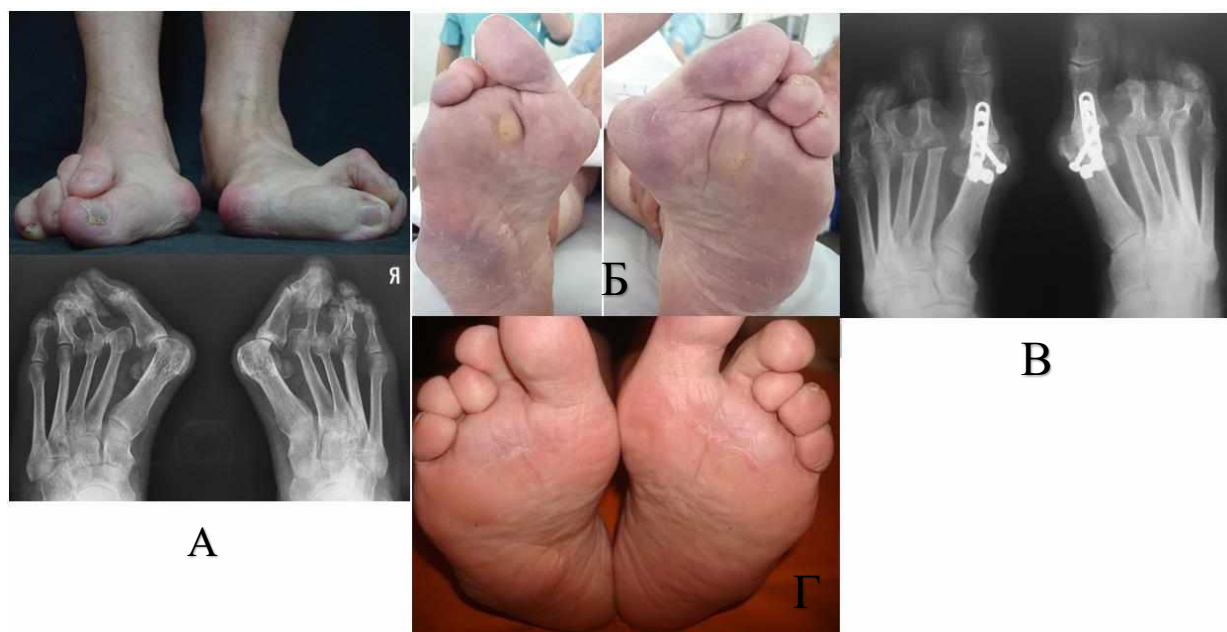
Результат застосування резекційної артропластики другого та третього ПФС у поєднанні з артродезуванням першого ПФС на обох стопах (через 8 тижнів після операції). А – вигляд стоп та навантажувальна рентгенограма стоп у прямій проекції до операції; Б – вигляд підошовної поверхні стоп з характерними мозолями під головками другої та третьої плеснових кісток до операції; В, Г – рентгенограма стоп та вигляд підошовної поверхні стоп після операції.
